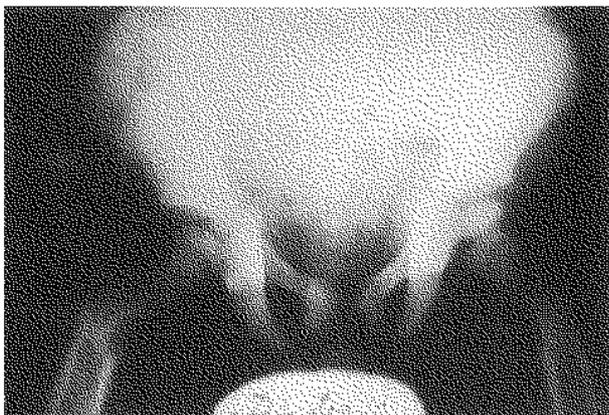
Radiographie du bassin à l'âge de 2 ans et 4 mois.
